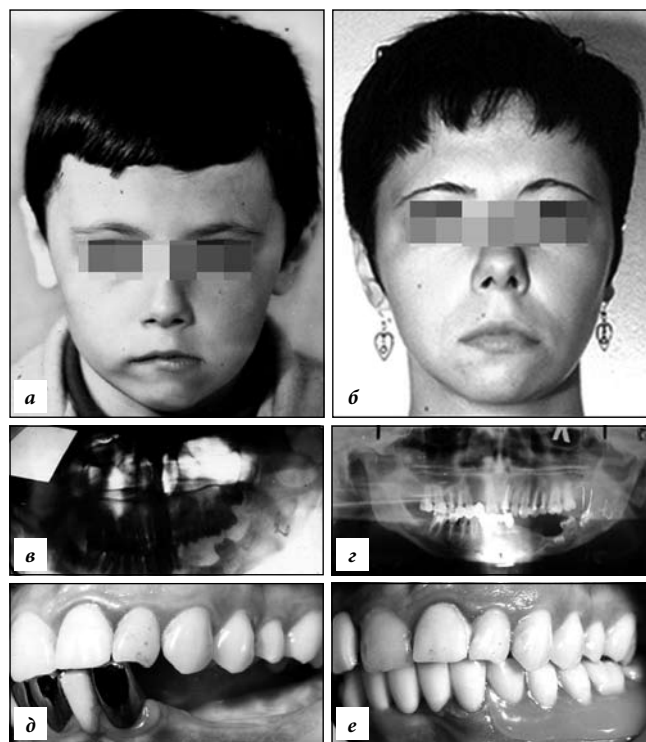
Пациентка Б., 30 лет. Диагноз: регенерат нижней челюсти слева, дефект зубного ряда нижней челюсти слева от 32 зуба. а – лицо пациентки в возрасте 6 лет до операции; б – лицо пациентки через 23 года после костной пластики нижней челюсти; в – ортопантомограмма через 9 лет после костной пластики; г – ортопантомограмма через 23 года после костной пластики; д – окклюзия в возрасте 29 лет до протезирования; е – окклюзия после протезирования.
